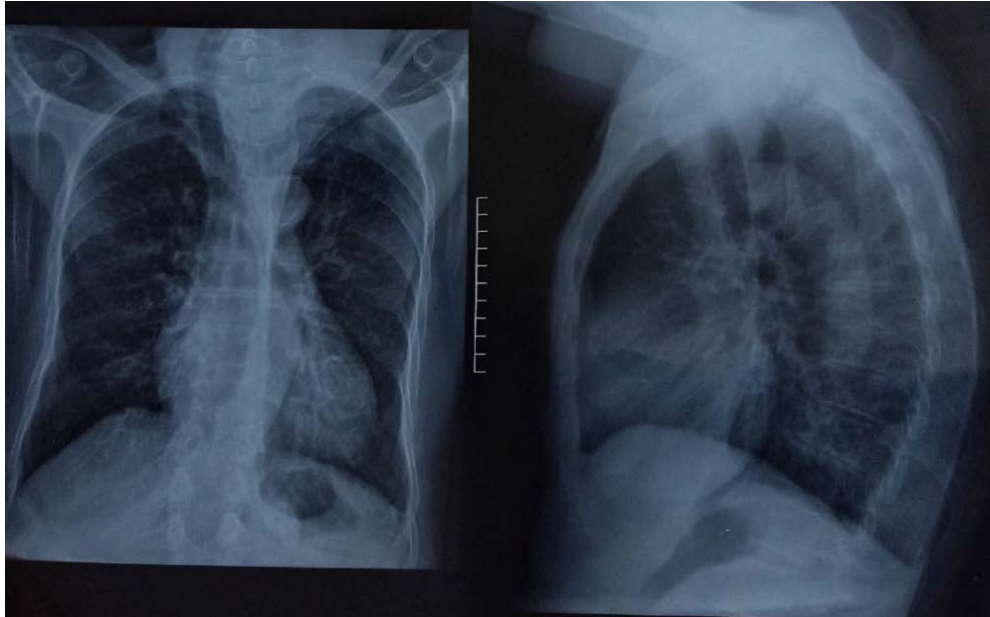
Radiographie thoracique de face et de profil : Opacité cervicale avec déviation trachéale à droite.
